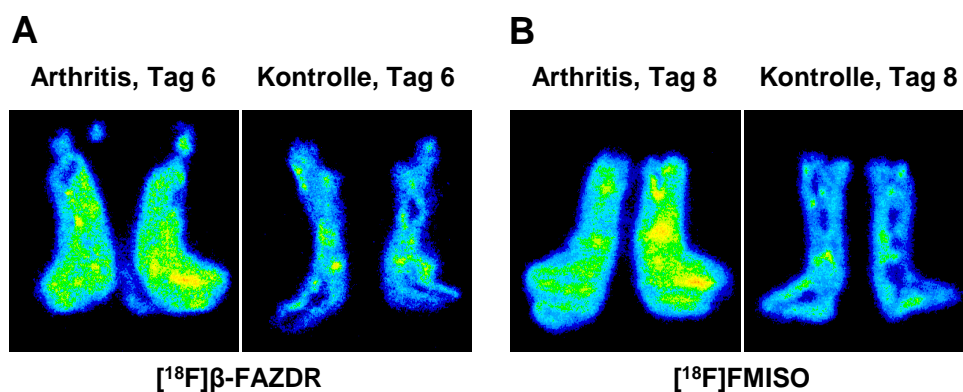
Autoradiographie-Bilder für (A) [^{18}F]β-FAZDR (Tag 6)- und (B) [^{18}F]FMISO (Tag 8)-injizierte Tiere.
